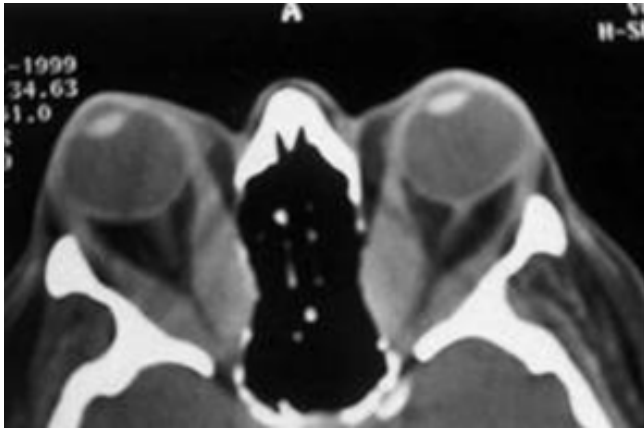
Engrosamiento del vientre muscular en enfermedad de Grave Basedow. TAC.
